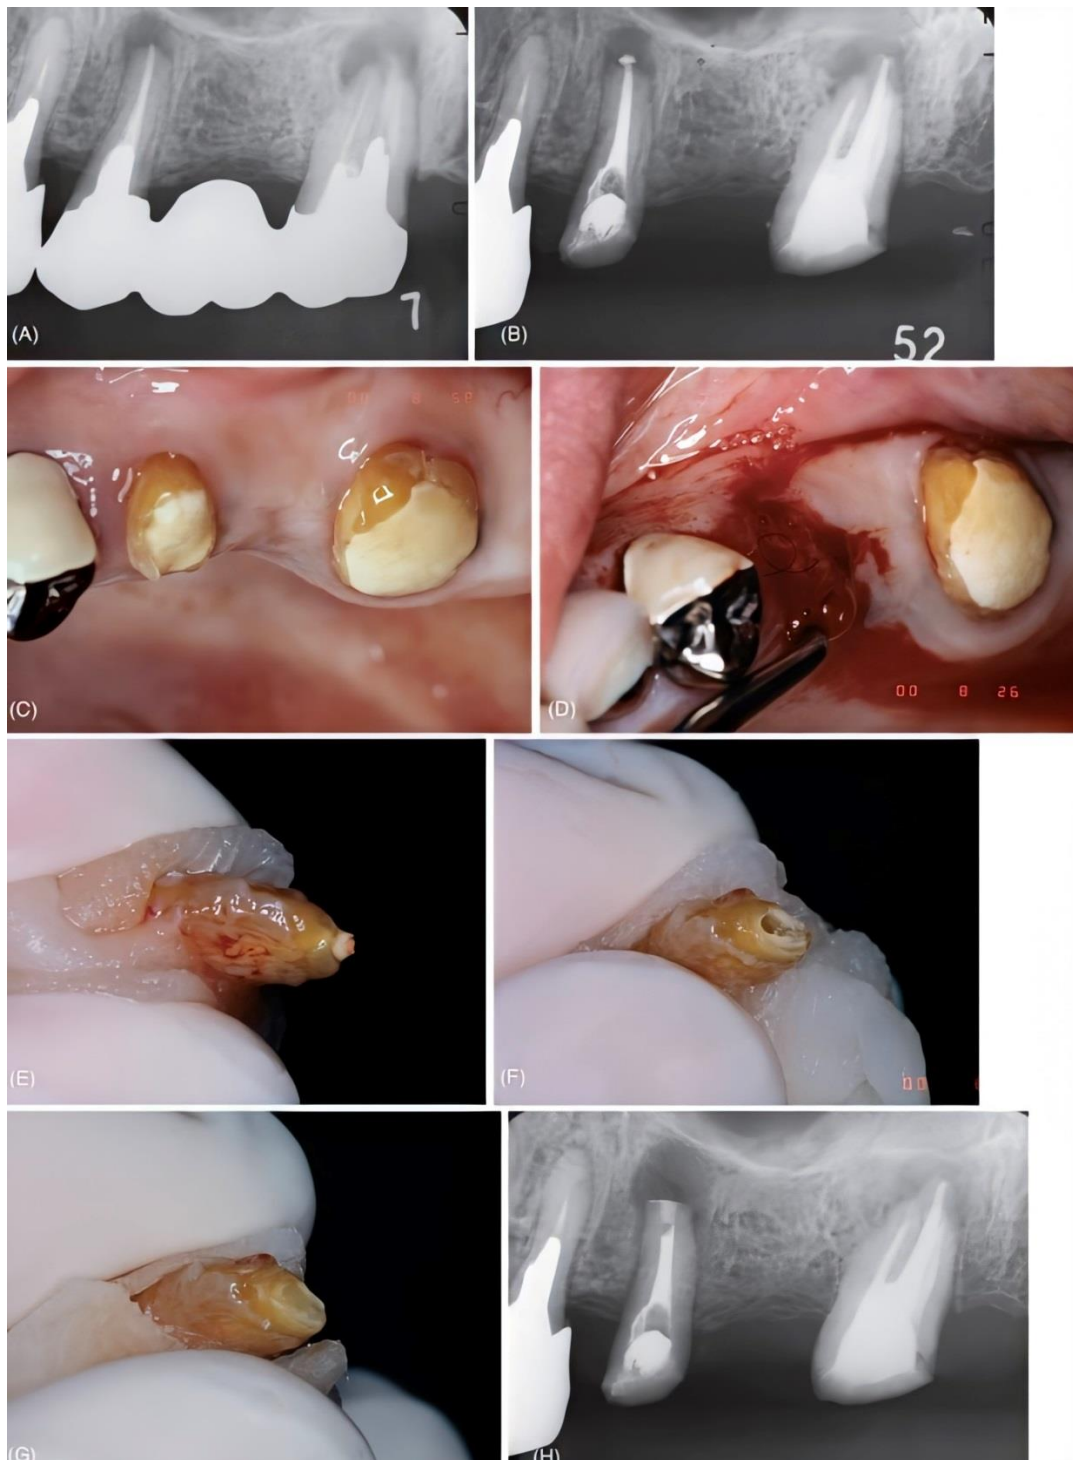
Reimplantación intencional. A) Se observa periodontitis apical crónica alrededor de los ápices del segundo premolar y segundo molar en una mujer de 40 años. B) A pesar del retratamiento endodóntico del segundo premolar, la lesión no disminuye. C) Aspecto clínico de los dientes. D) Se extrajo el premolar para tratamiento endodóntico extraoral y al mismo tiempo se retiró el tejido de granulación del alvéolo. E) La apariencia del ápice antes del tratamiento. F) Se cortaron tres milímetros del ápice y se prepararon 2-3 mm del canal apical. G) El ápice se selló con cemento de ionómero de vidrio fotopolimerizable. H) Radiografía del premolar reimplantado en el alvéolo original. (5)
